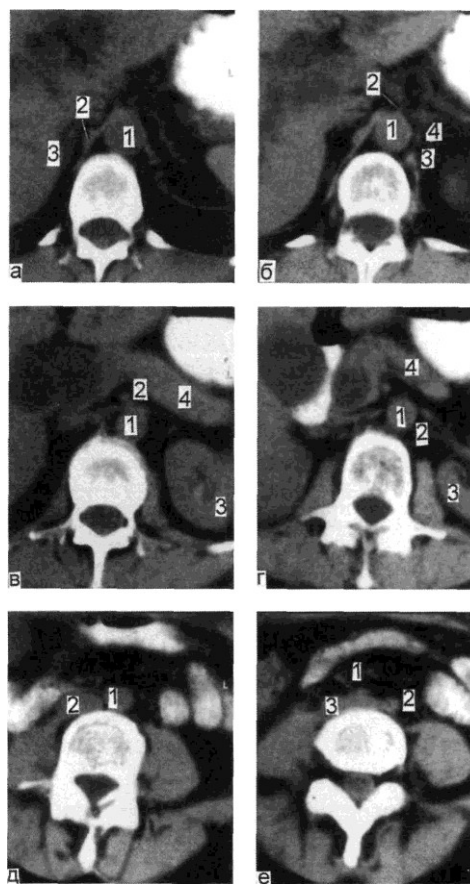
Томограммы абдоминального отдела аорты.
